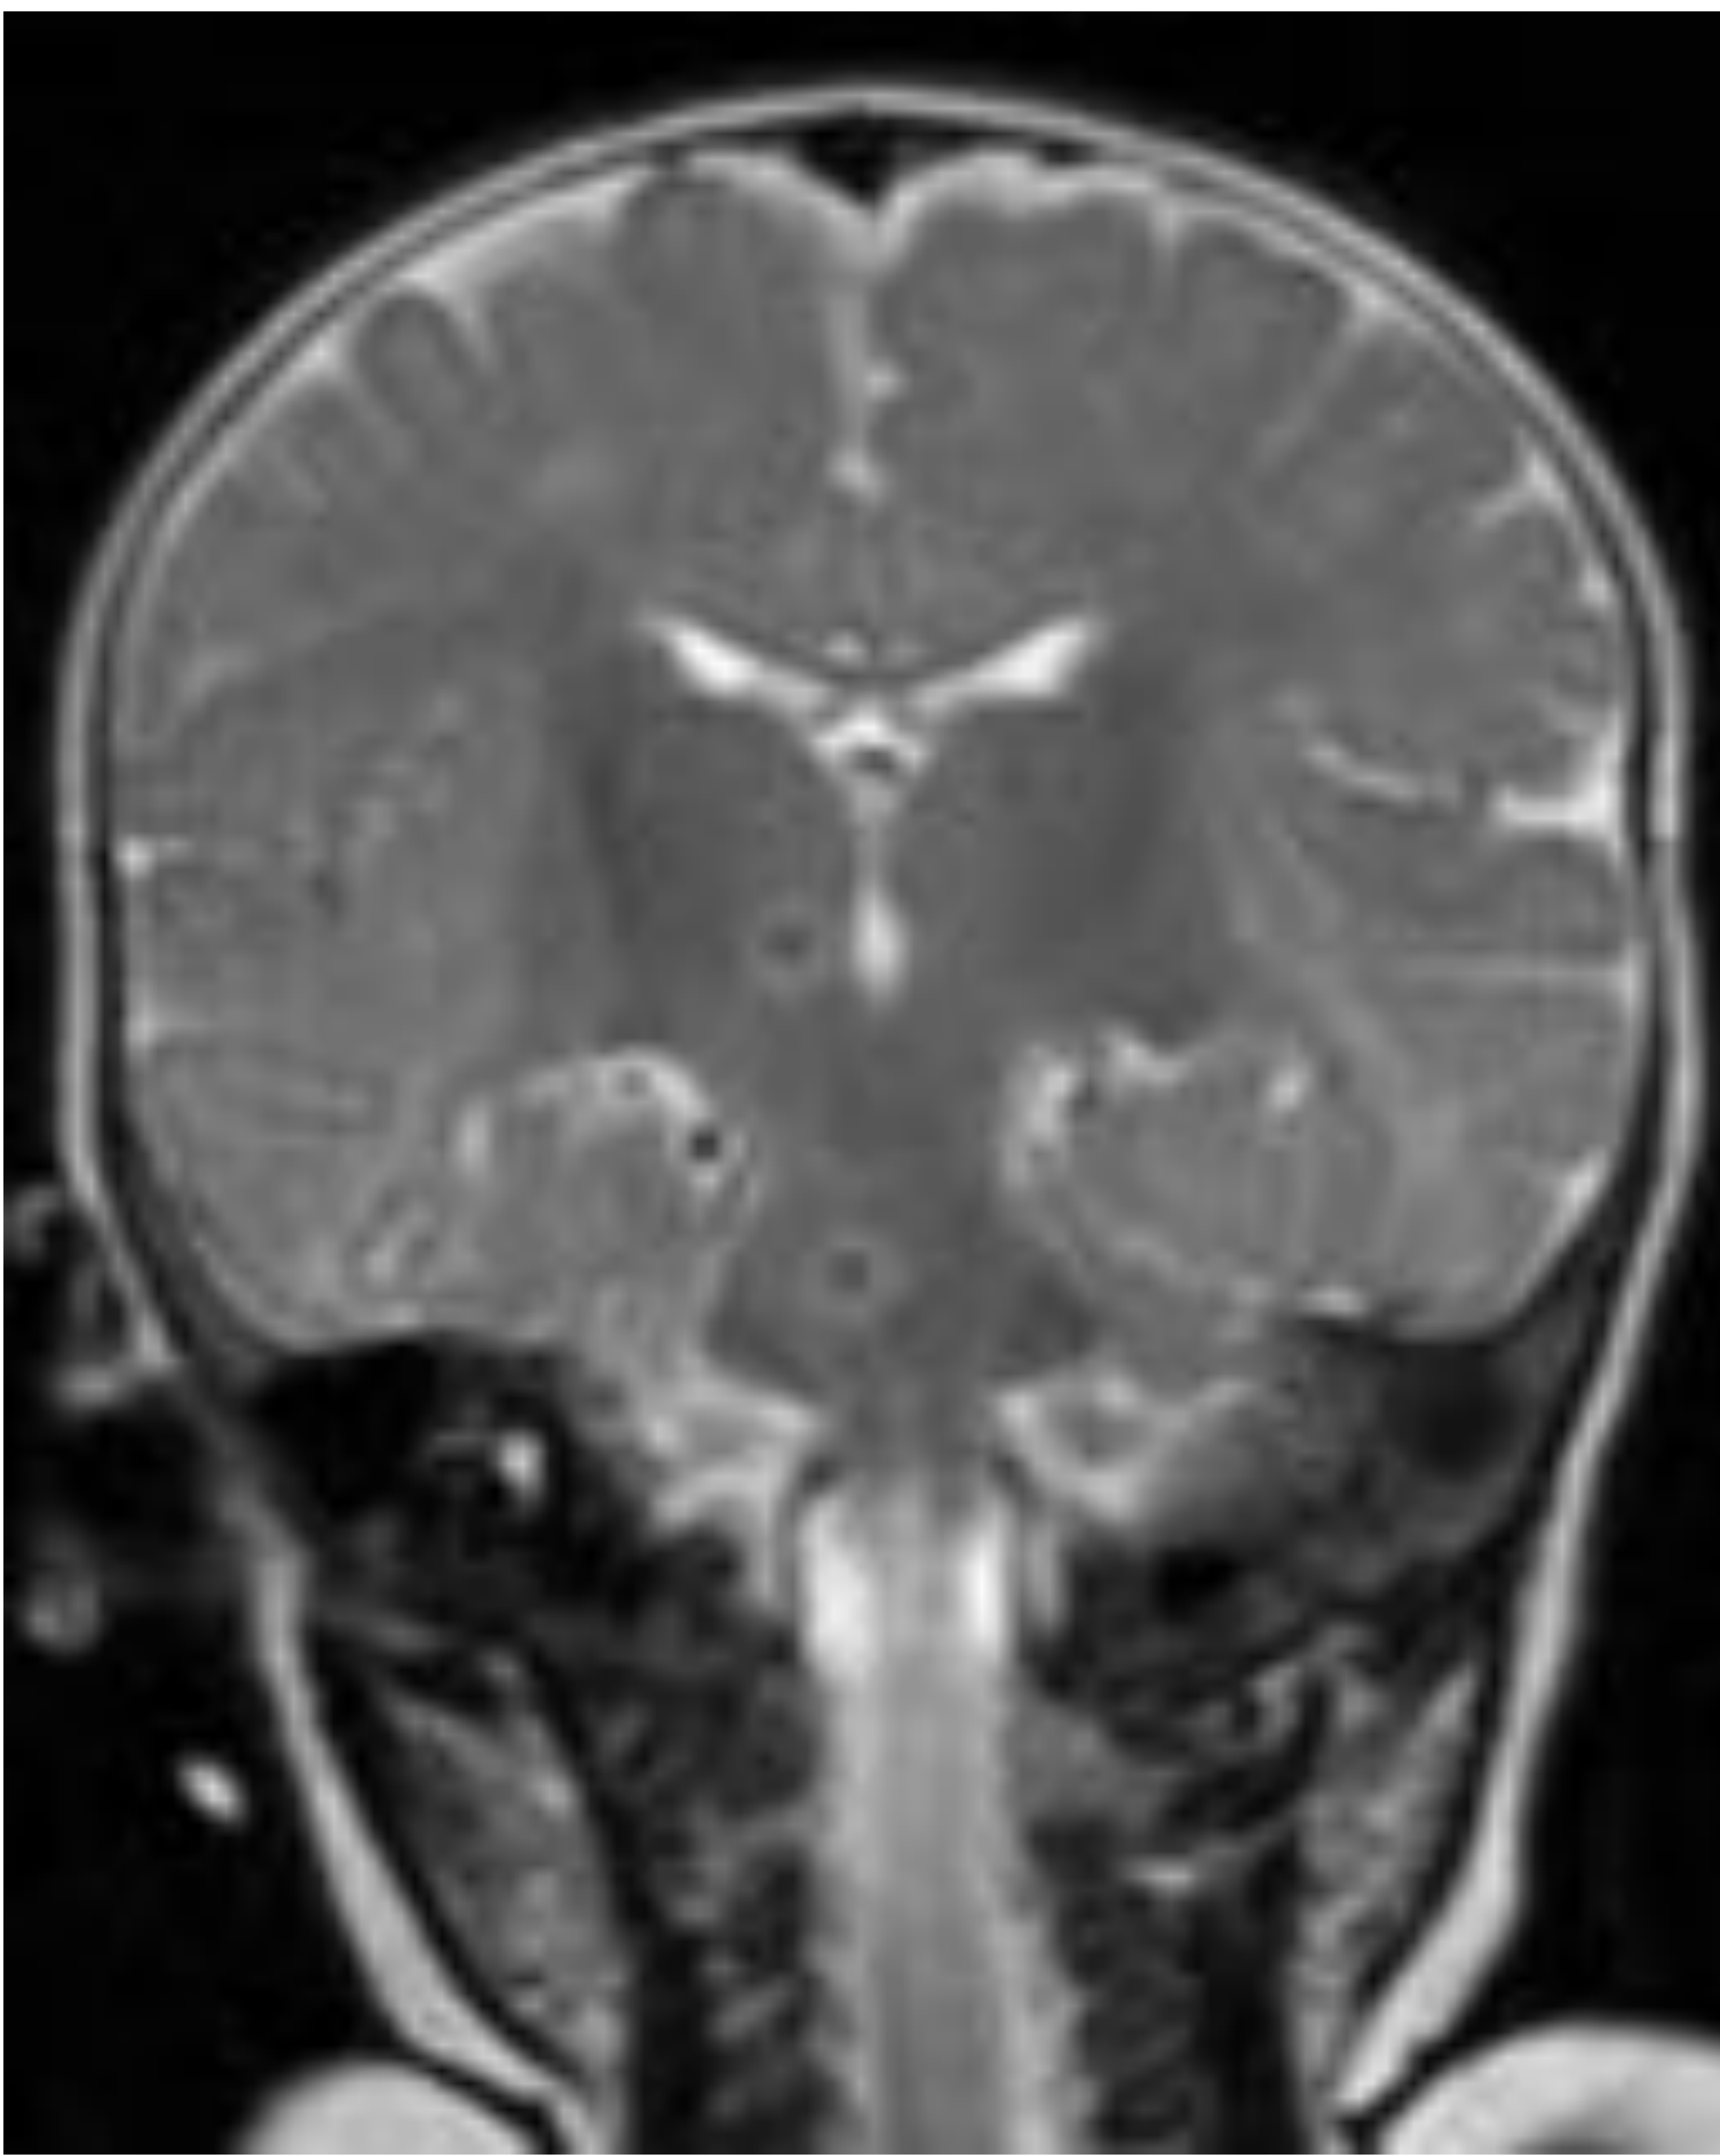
Mismo paciente que figura 11 con dx previo de TBC miliar. Se realiza una RMN de cráneo, observándose imágenes compatibles con tuberculomas caseificantes en troncoencéfalo y tálamo derecho.
